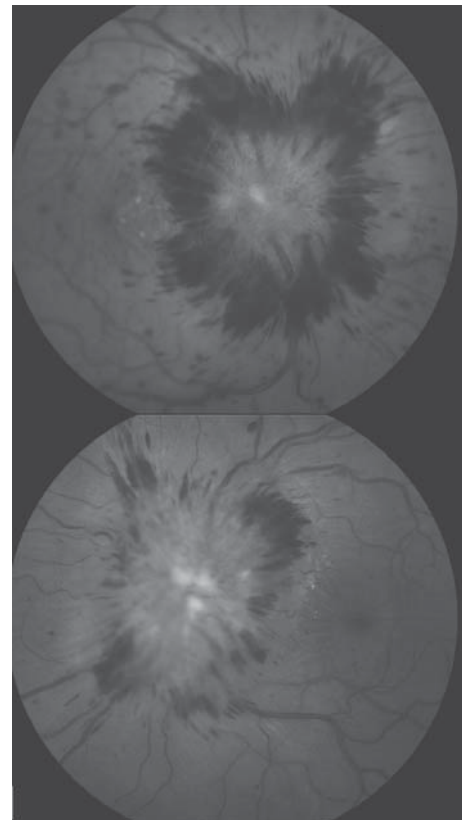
Oligodendroglioma anaplásico. Fondo de ojo de una paciente de 26 años quien se presentó con una historia de dos meses de dolor de cabeza progresivo y visión borrosa. Se observa papiledema bilateral. Las IRM revelan tumor frontal derecho (figura 18-8).
